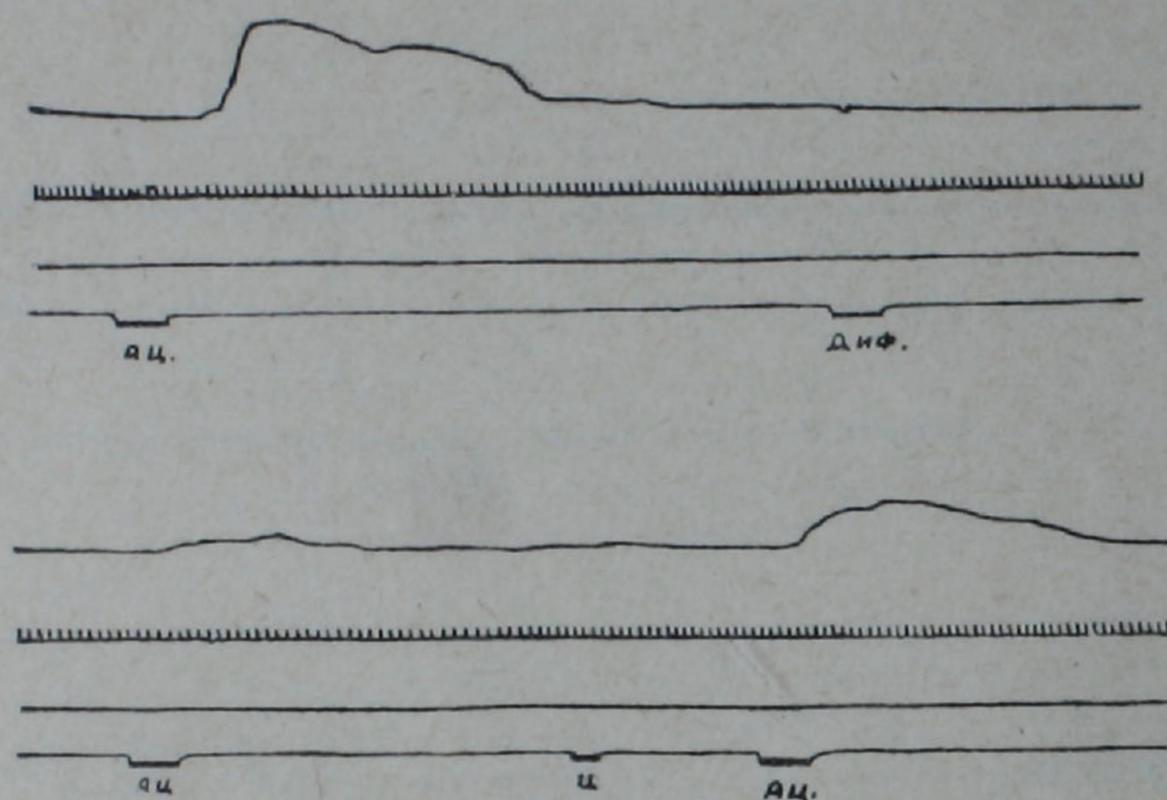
Сокращение третьего века в ответ на введение в ток перфузии ганглия ацетилхолина до и после воздействия дифацила и цистеина. Сверху вниз: запись сокращения третьего века, отметка времени (3 сек.), нулевая линия, отметка введения в ток перфузии ганглия химических раздражителей.
